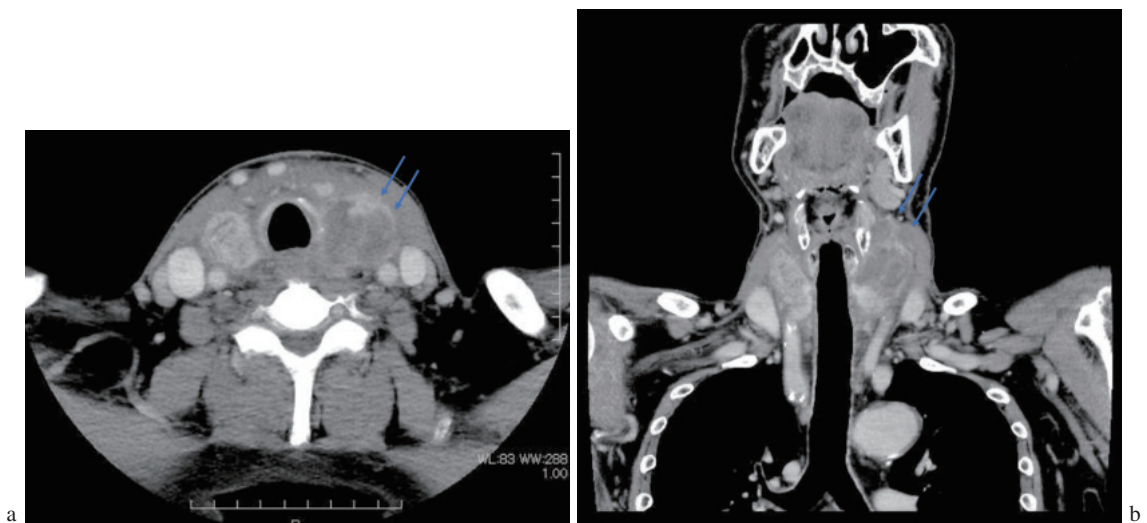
CT画像. 矢印部分が病変部. a：横断像, b：冠状断像
